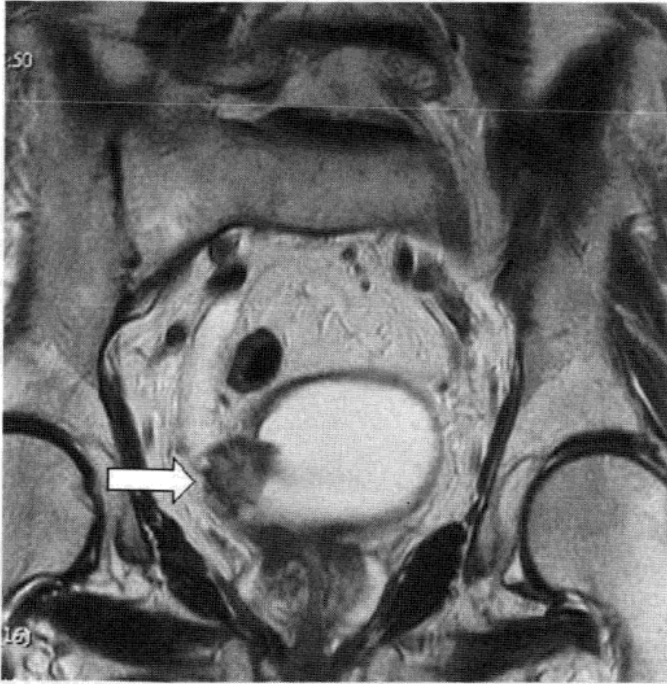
膀胱肿瘤。MRI 显示膀胱右侧占位。
